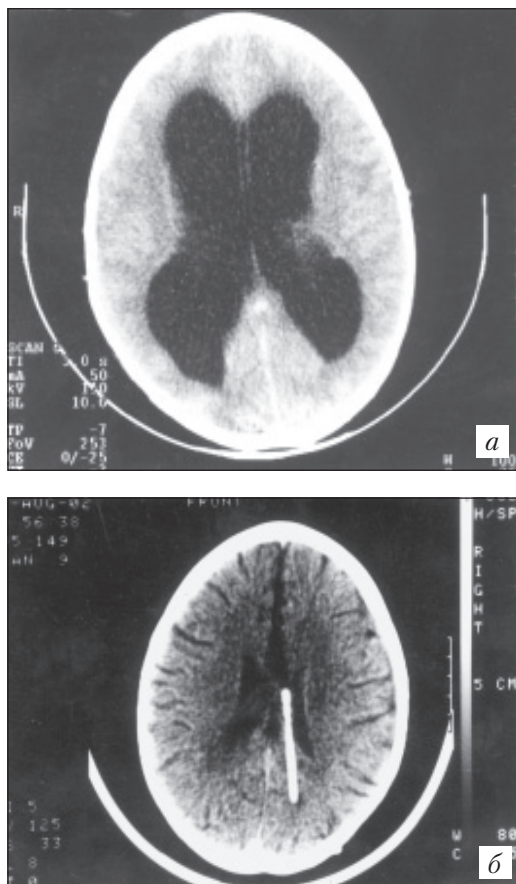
Компьютерная томограмма головного мозга. Врожденная гидроцефалия: *а* — до операции; *б* — после операции вентрикулоперитонеального шунтирования. Шунт в полости желудочка
